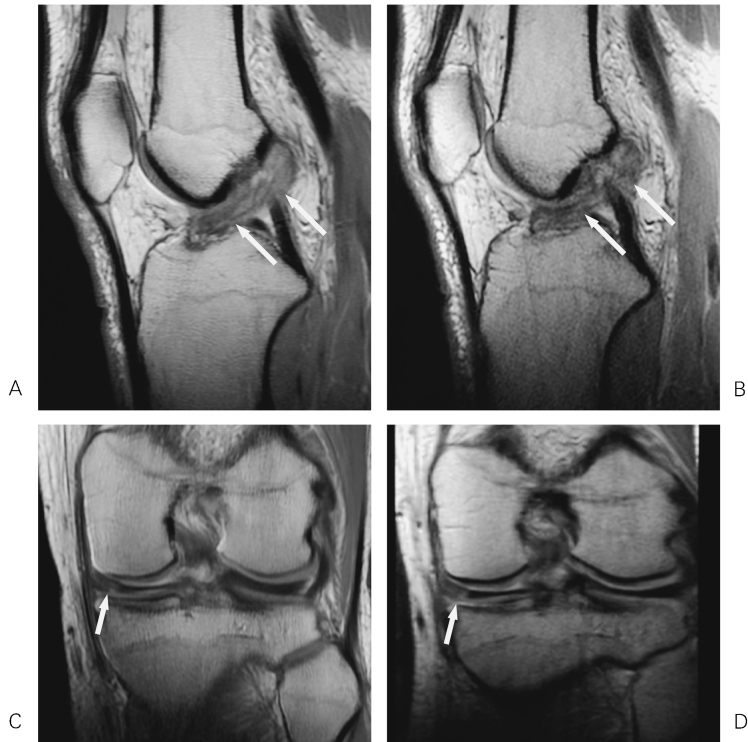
MR images of a patient with arthroscopically proved ACL and MM tears. The ACL tear (arrows) is clearly shown on both intermediate-weighted sagittal 2D FSE MR image (A) and sagittal reformatted image from intermediate-weighted 3D isotropic FSE MR data (B). The MM tear (arrows) is also equally depicted on both coronal 2D FSE MR image (C) and coronal reformatted image from 3D isotropic FSE MR data (D).
